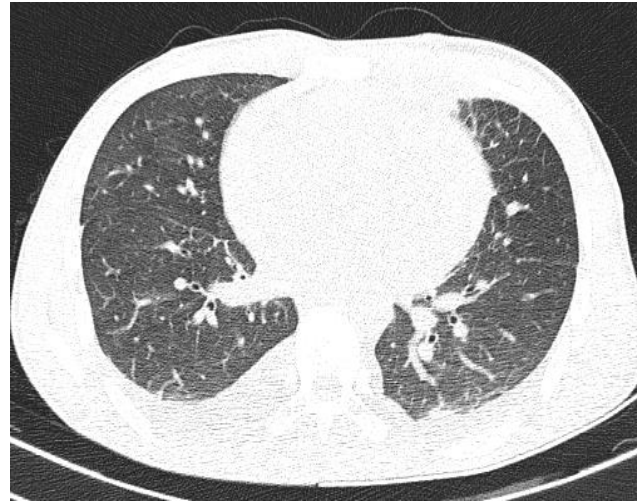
Secțiune transversală CT torace la 2 săptămâni post-operator (colecții pleurale bilaterale cu grosime de 25 mm în dreapta și 20 mm în stânga. Fără procese înlocuitoare de spațiu pulmonar. Emfizem subcutanat latero-toracic stâng și hemiabdomen stâng. Hemopericard cu grosime maximă de 15 mm)
